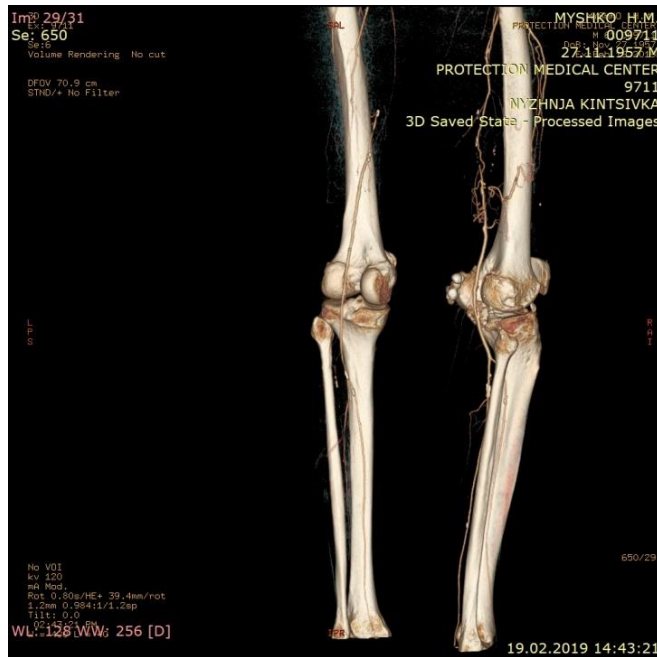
МСКТ-ангіографія аорти та артерій нижніх кінцівок. Стегново-підколінно-гомільковий сегмент: підколінні артерії прохідні з обох сторін. Візуалізовано нисхідну артерію коліна як дистальний відділ колатеральної системи ГАС.
